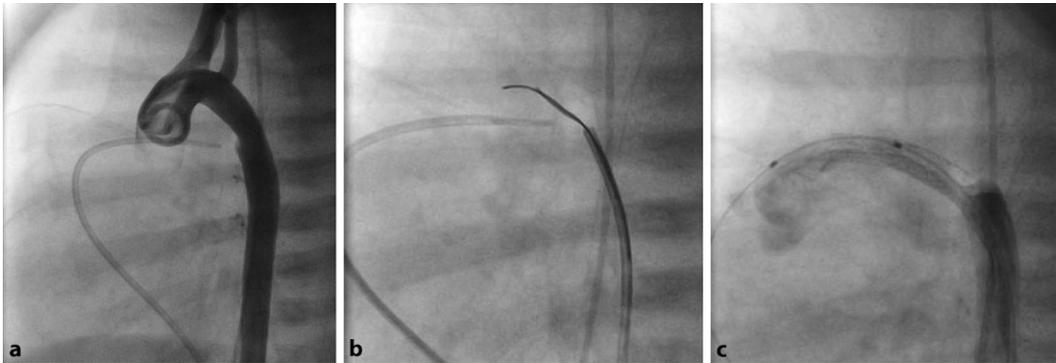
▲ Interventioneller Reversed Potts Shunt bei einem Säugling mit suprasystemischer PAH an der venoarteriellen ECMO. Echokardiographisch konnte kein PDA dargestellt werden, angiographische Anfärbung der aortalen Ductus-Ampulle, jedoch kein Gefäßlumen eines Ductus arteriosus (a). Sondierung des verschlossenen Ductus arteriosus mithilfe eines Koronar Drahts (b), Rekanalisierung und Dilatation mithilfe eines 1,5-mm-Koronarballons und anschließende Stent-Implantation (4 × 18 mm und 4 × 15 mm Biotronic, Pro-Kinetic Energy™ Stents, Berlin, Deutschland). Die abschließende Angiographie zeigt einen vollständig durchgängigen gestenteten Ductus arteriosus (c)
